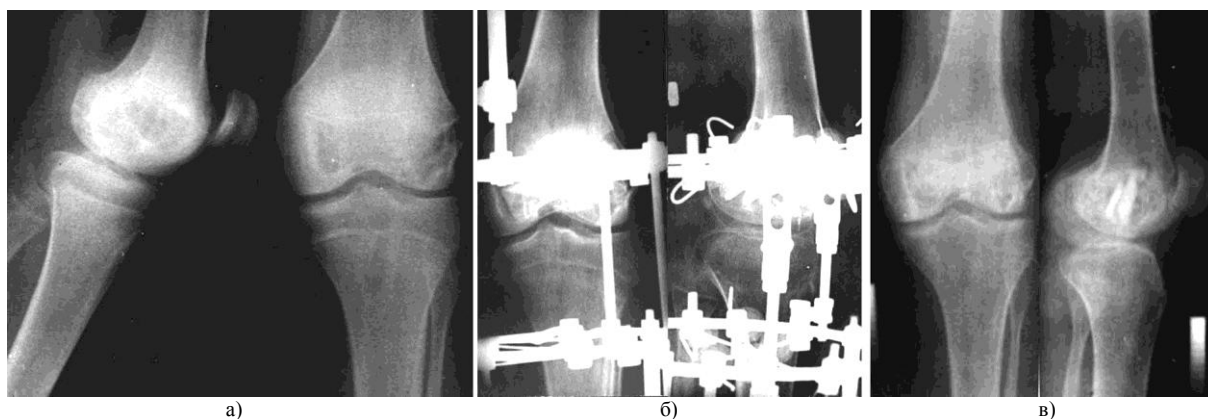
Рентгенограммы больного Б., 17 лет: а) до лечения; б) в процессе остеосинтеза; в) после лечения.
